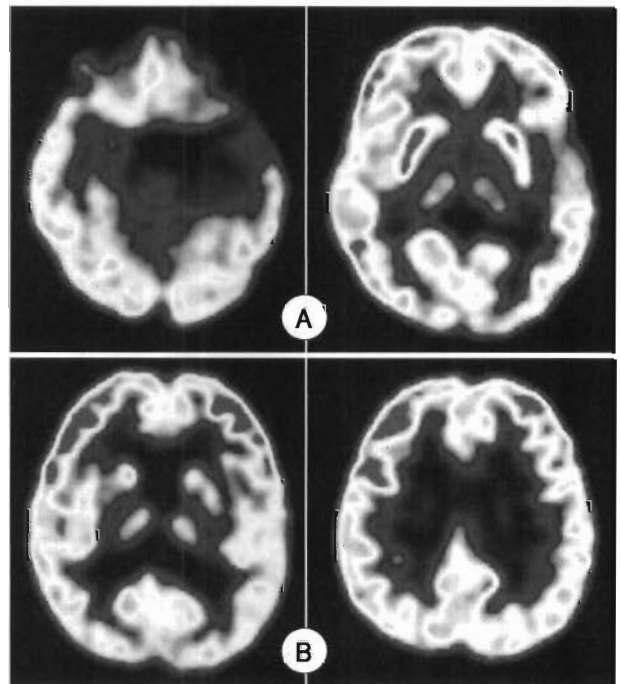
PET findings after 1 month shows severely decreased glucose metabolism on Left temporal cortices (Left of A) and mild asymmetrical decreased thalamic metabolism (right of A) and decreased glucose metabolism on Left parietal cortices (B).
